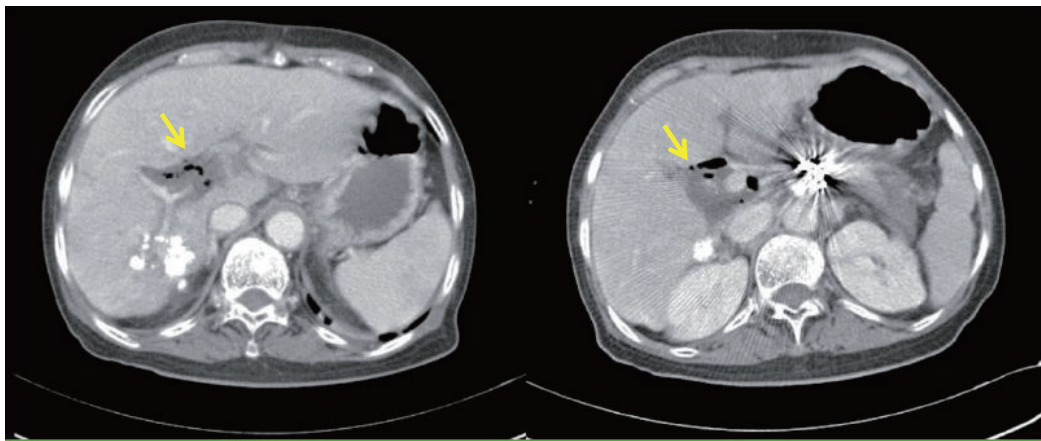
Abdomen CT scan shows viable tumor around previous lipiodolized mass in the right hepatic lobe. A 6x4 cm-sized biloma (arrow) is noted around the hepatoduodenal ligament, suggesting bile duct necrosis with perforation.
